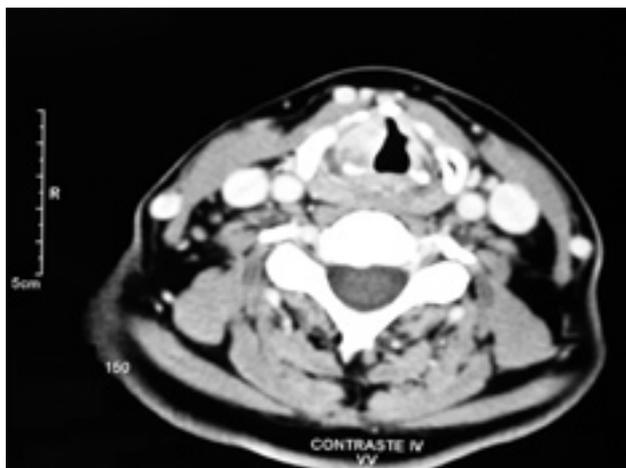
TAC cervical, corte axial, se objetiva la lesión en banda ventricular derecha.
